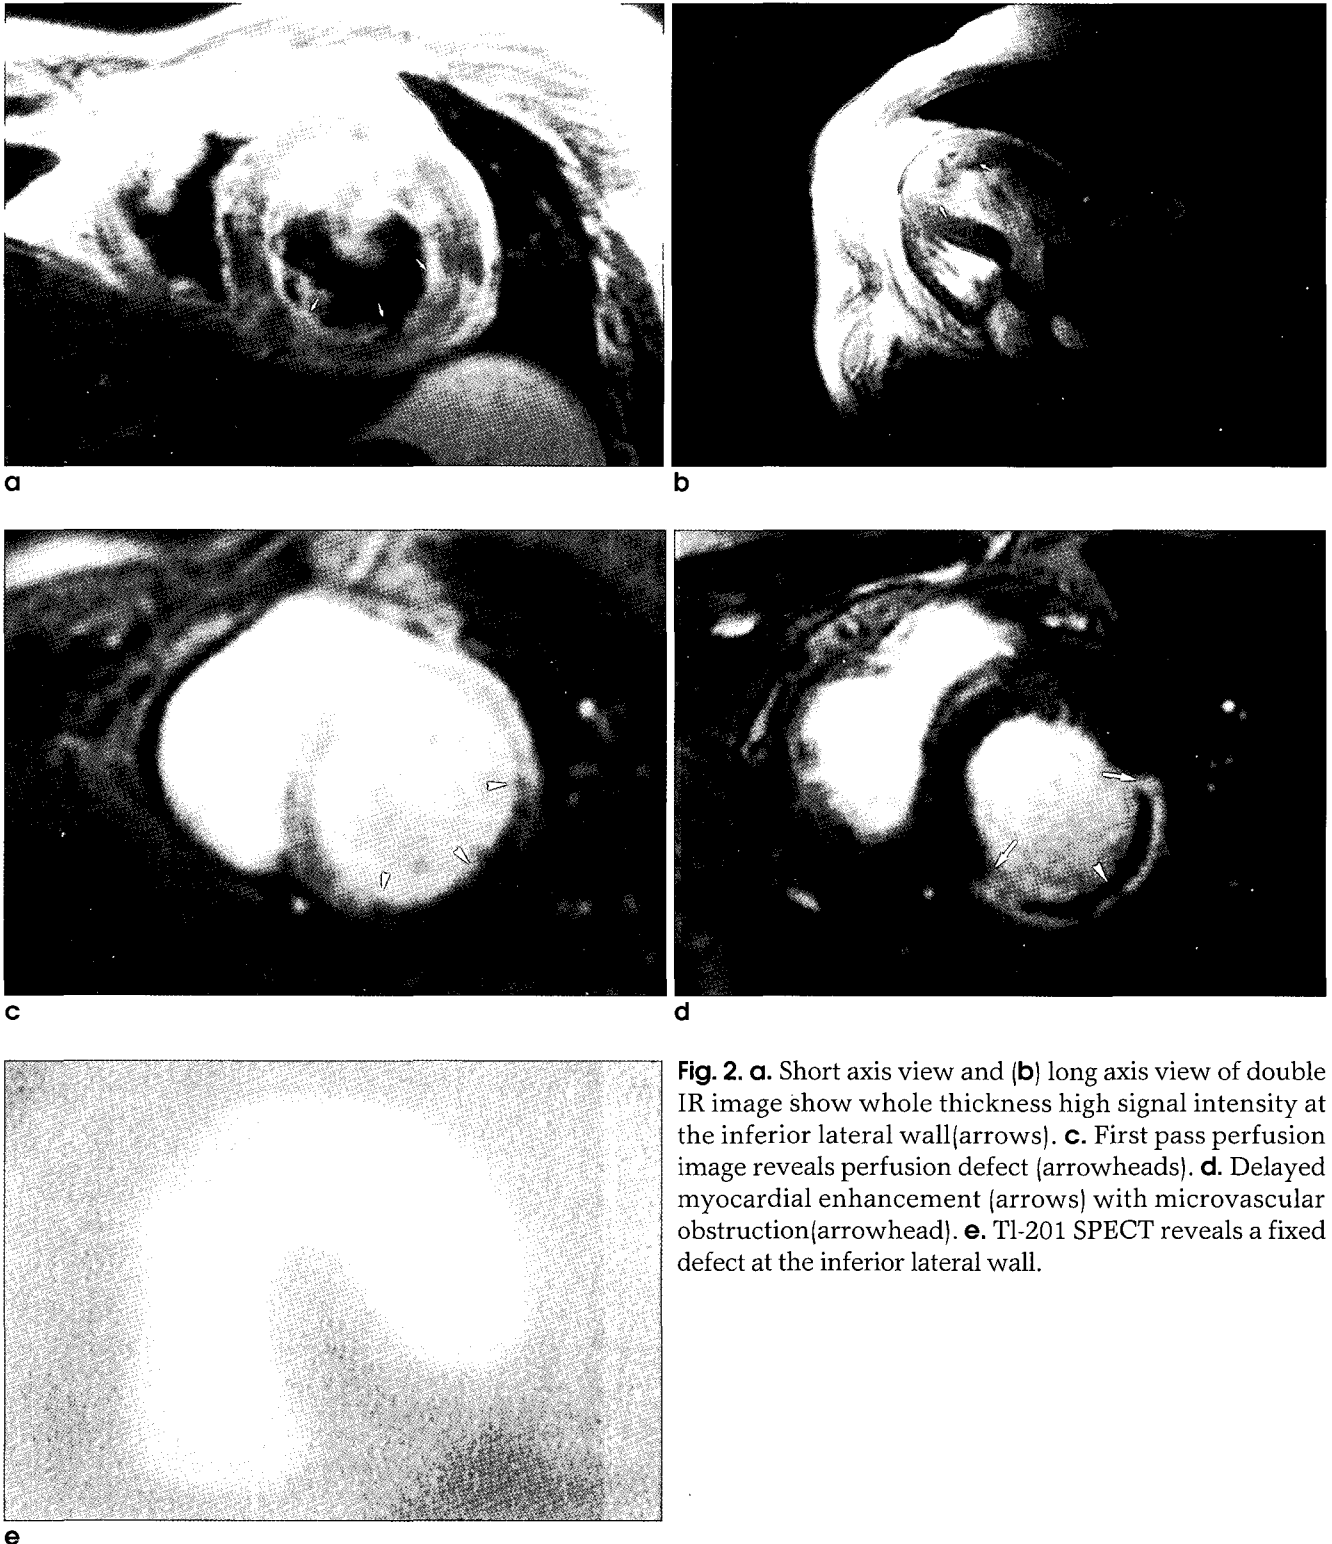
a. Short axis view and (b) long axis view of double IR image show whole thickness high signal intensity at the inferior lateral wall(arrows). c. First pass perfusion image reveals perfusion defect (arrowheads). d. Delayed myocardial enhancement (arrows) with microvascular obstruction(arrowhead). e. Tl-201 SPECT reveals a fixed defect at the inferior lateral wall.
